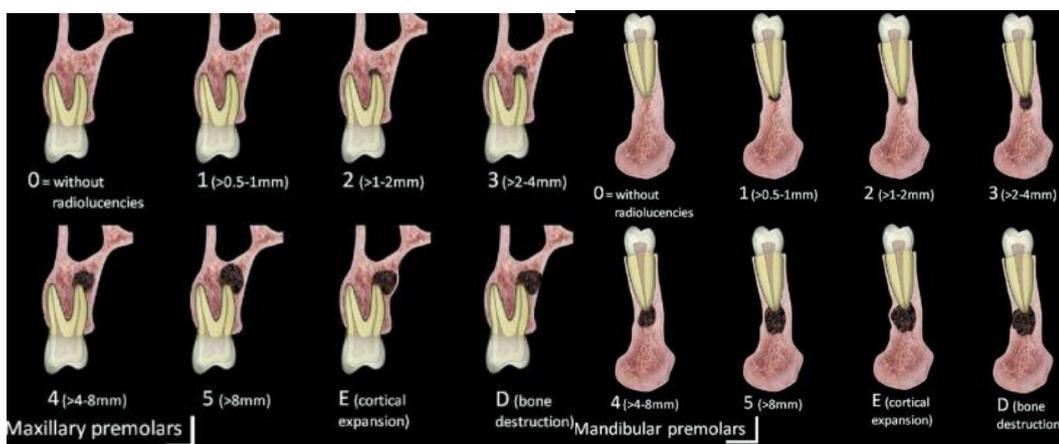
Índice CBCTPAI en premolares (maxilares y mandibulares) ⁹².
